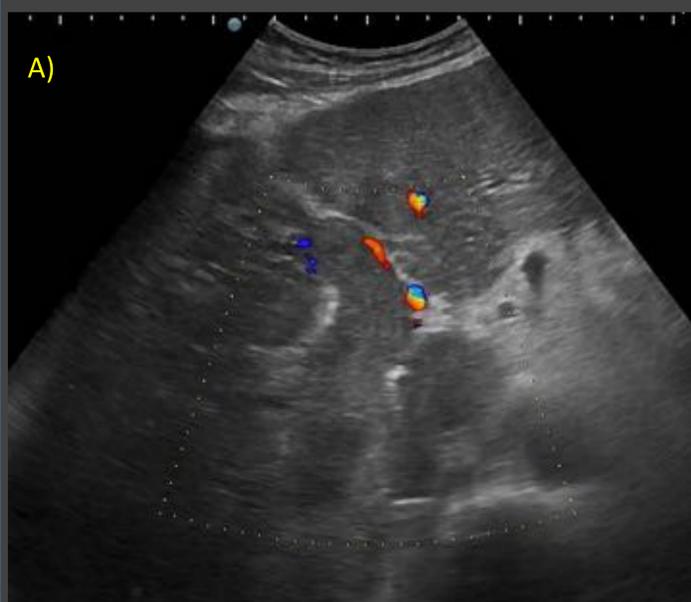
Trombosis portal maligna. Mismo paciente que la figura anterior. A) Ecografía doppler color. Vena porta totalmente ocupada por material ecogénico en su interior. B) Ecografía con contraste. Se comprobó mediante CEUS, que se trataba de una trombosis tumoral, ya que se apreció realce en fase arterial del trombo, con lavado en fases tardías. C) Imágenes de RM . Secuencias T2 FS, DW, ADC y Dinámico en fases arterial, portal y tardía. Se identifica trombosis portal con aumento del diámetro de la misma, restricción de la difusión en algunos segmentos y realce discreto en fase arterial con lavado en fases portal y tardía.
